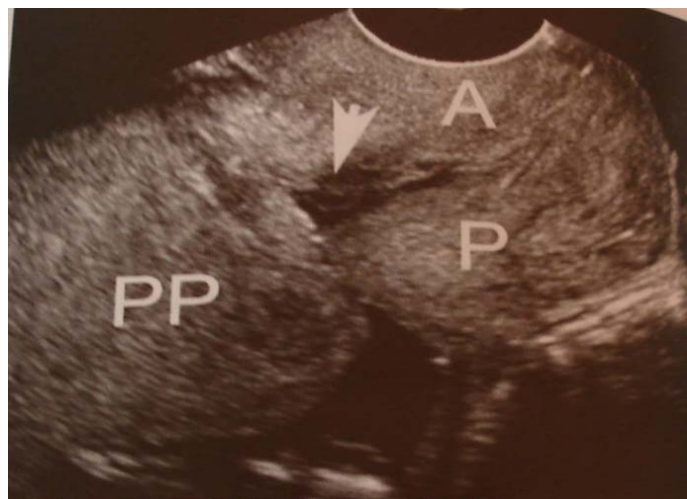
Ultrassonografia transvaginal em caso de placenta prévia centro-total
